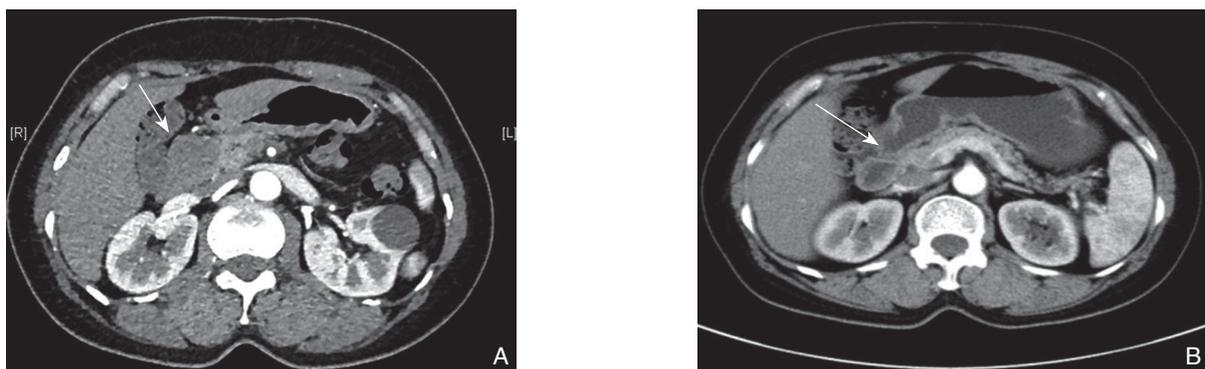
术前和术后 CT A: 术前 CT 示 31 mm×25 mm 的低密度影 (箭头) B: 术后 20 个月 CT 可见无肿瘤复发转移 (箭头)
